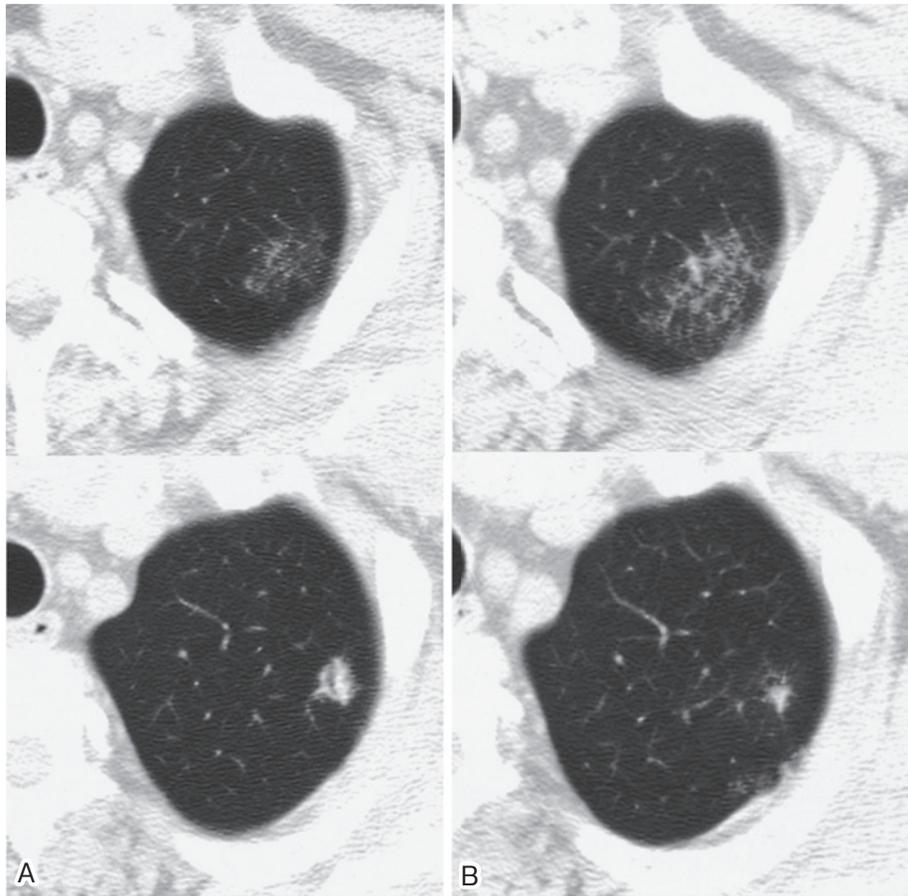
Chest CT scan obtained on the first screening shows localized ground-glass opacity and a miniscule nodule in the apex of the left lung (Fig. 1A). Chest CT scan obtained 2 years after the first screening shows that the ground-grass opacity had enlarged.
